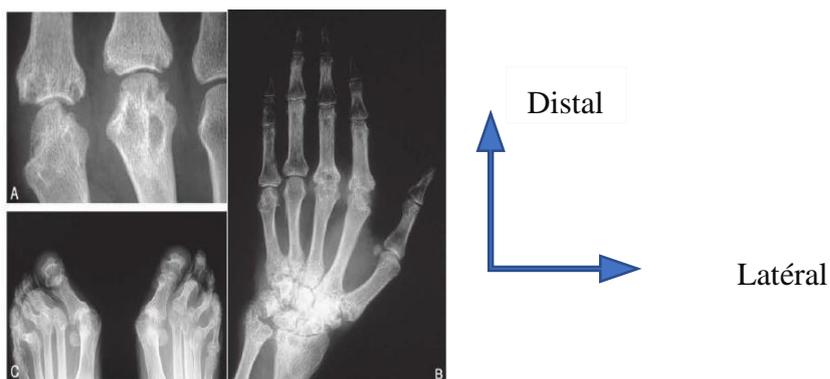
PR Aspects radiographiques [45]
